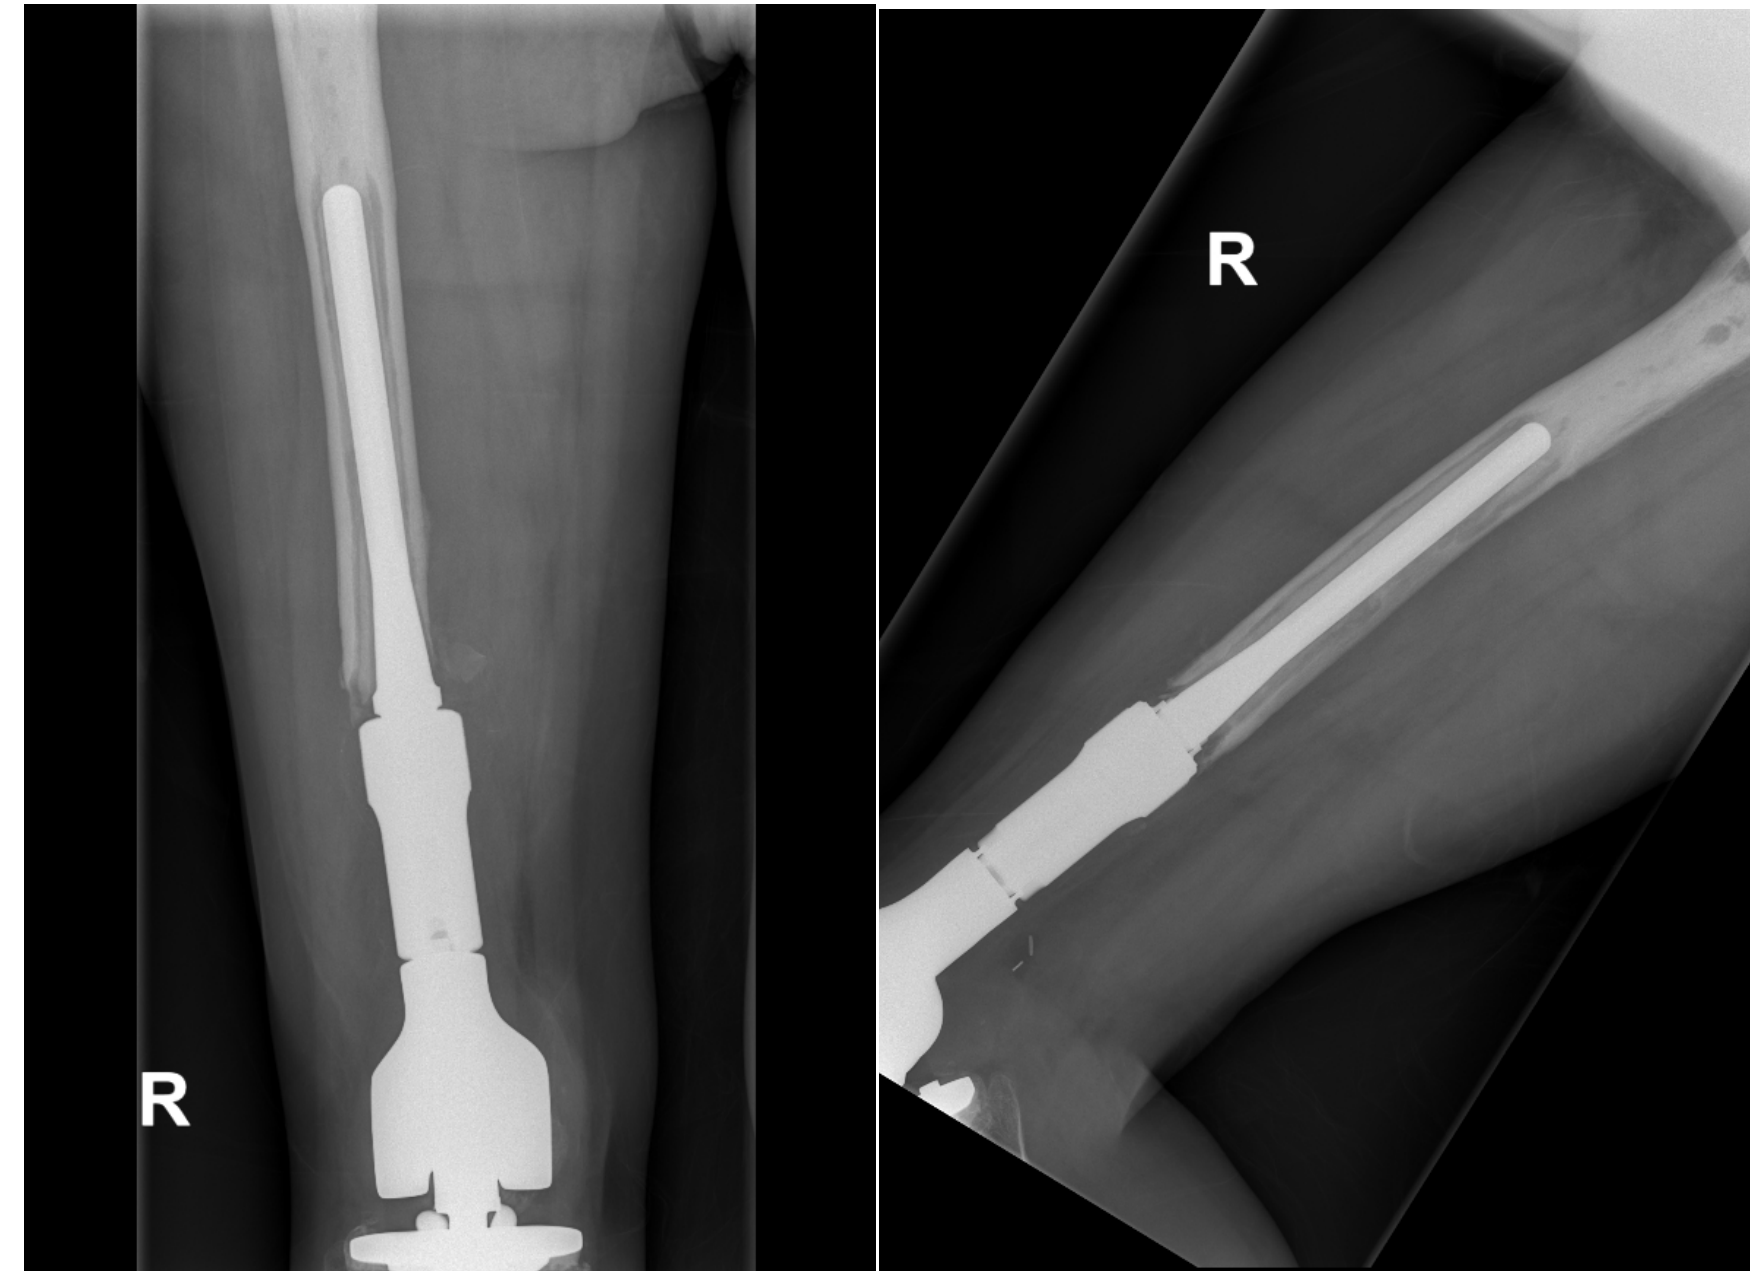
Radiografías AP y lateral de la prótesis tumoral
